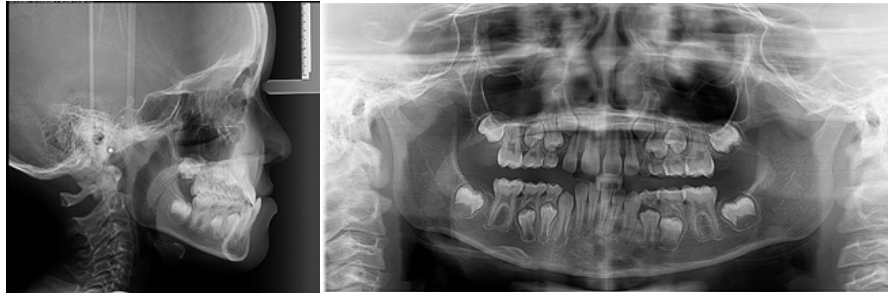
Radiografías pretratamiento.
